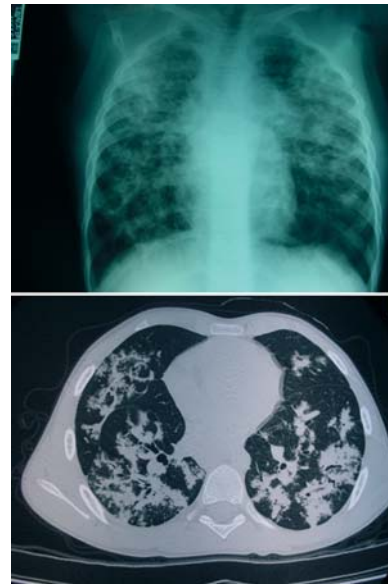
TAC y radiografía de caso clínico
